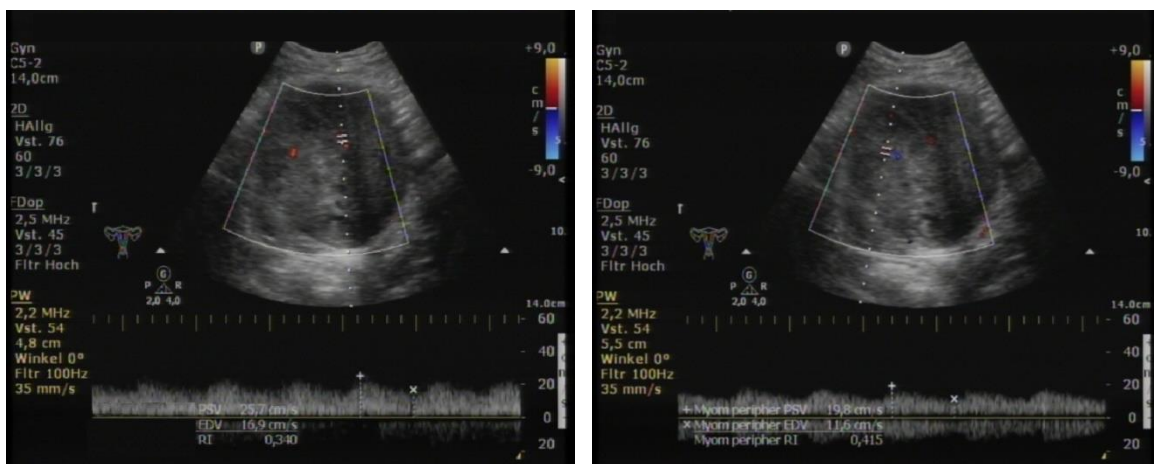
Dopplersonographie des Leiomyosarkoms aus Abb. 81: der RI zentral betrug 0,34 (links) und der RI peripher 0,41 (rechts)
